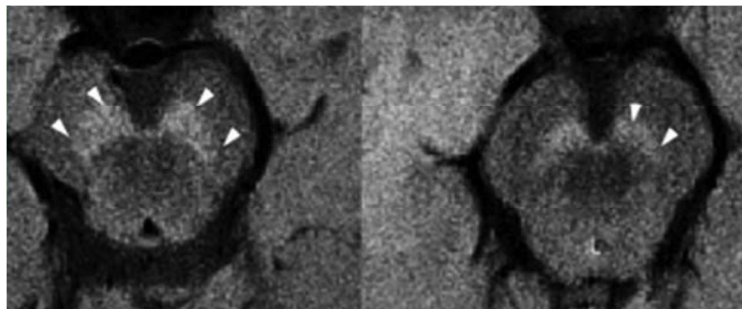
Coupes axiales d'acquisitions cérébrales par RMN 7T en séquences T1-SE passant par le mésencéphale. Hypersignaux de la SNpc moins étendus et moins intenses chez un malade parkinsonien (à droite) comparativement à un sujet sain (à gauche)(110).
